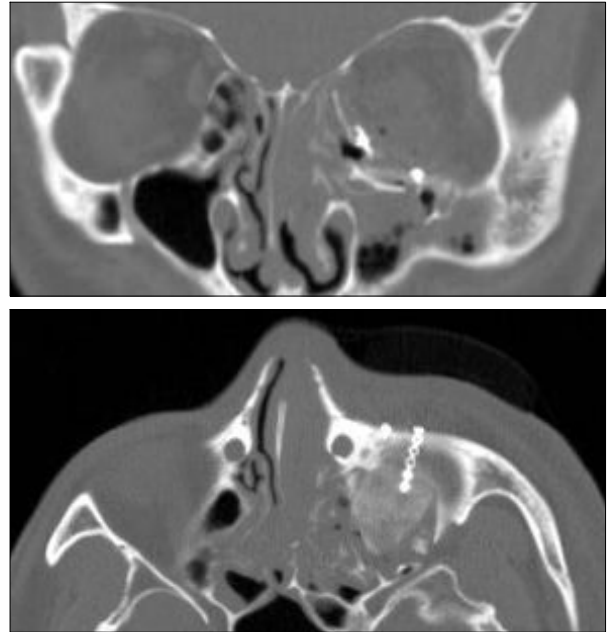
Postoperative CT scan images. (Above) medial wall was reconstructed with iliac bone in coronal view. (Below) Inferior wall was reconstructed by iliac bone graft and screw and plate fixation in axial view.
